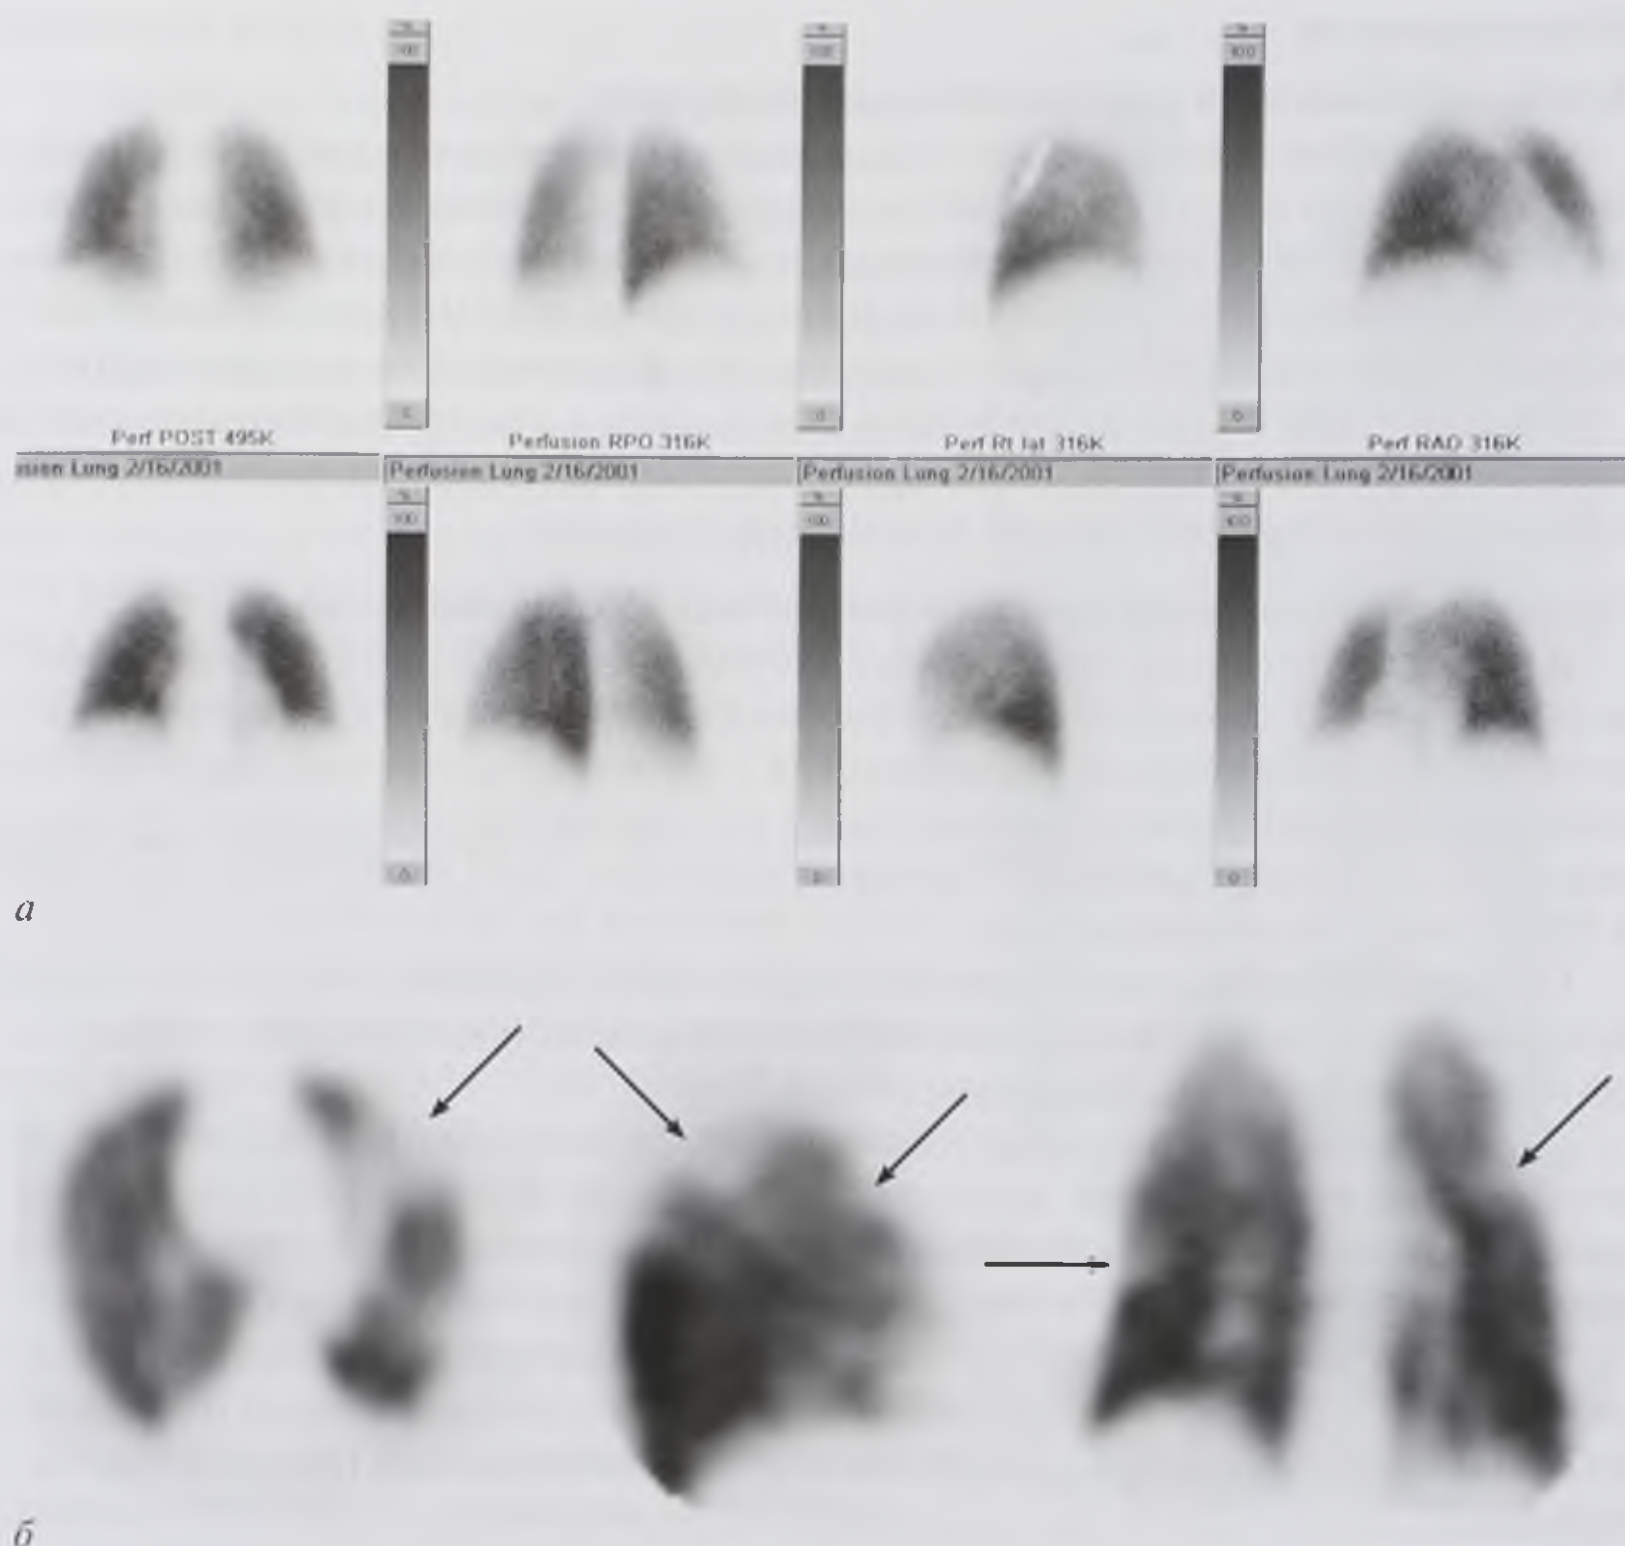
Перфузионные скинтиграммы легких в прямых и боковых проекциях в норме (а) и однофотонные эмиссионные компьютерные томограммы легких в аксиальной, сагитальной и фронтальной плоскостях (б). Тромбоэмболия легочной артерии. Определяются множественные дефекты перфузии легочной ткани (стрелки)
